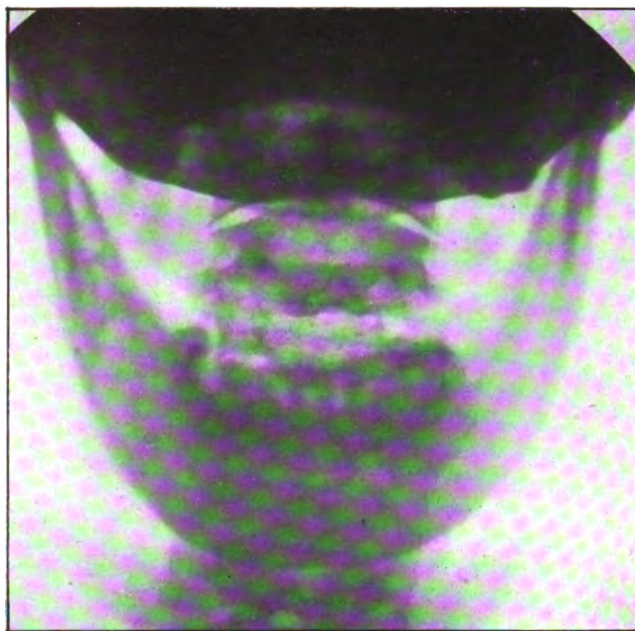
(Radiographie de M. Thoyer-Rozat). — *Sujet normal radiographié en position intermaxillaire.* — Comparer avec fig. 11; on voit les deux premières vertèbres cervicales.
